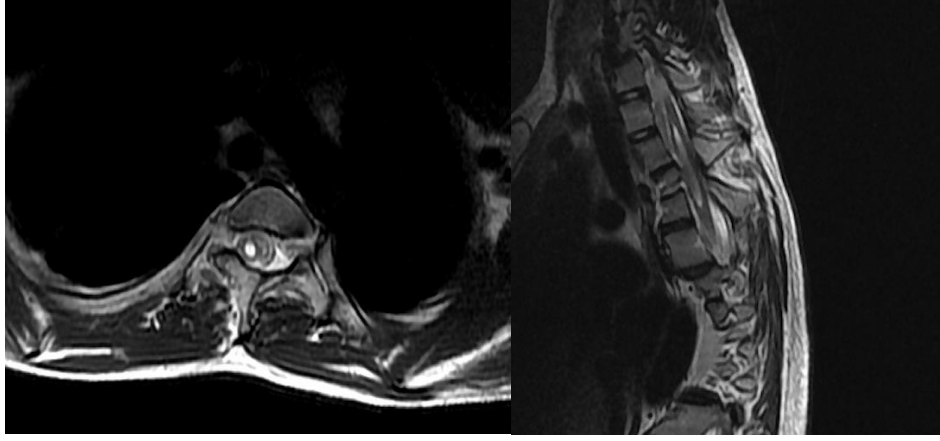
Tethered kord MRG görüntüsü
